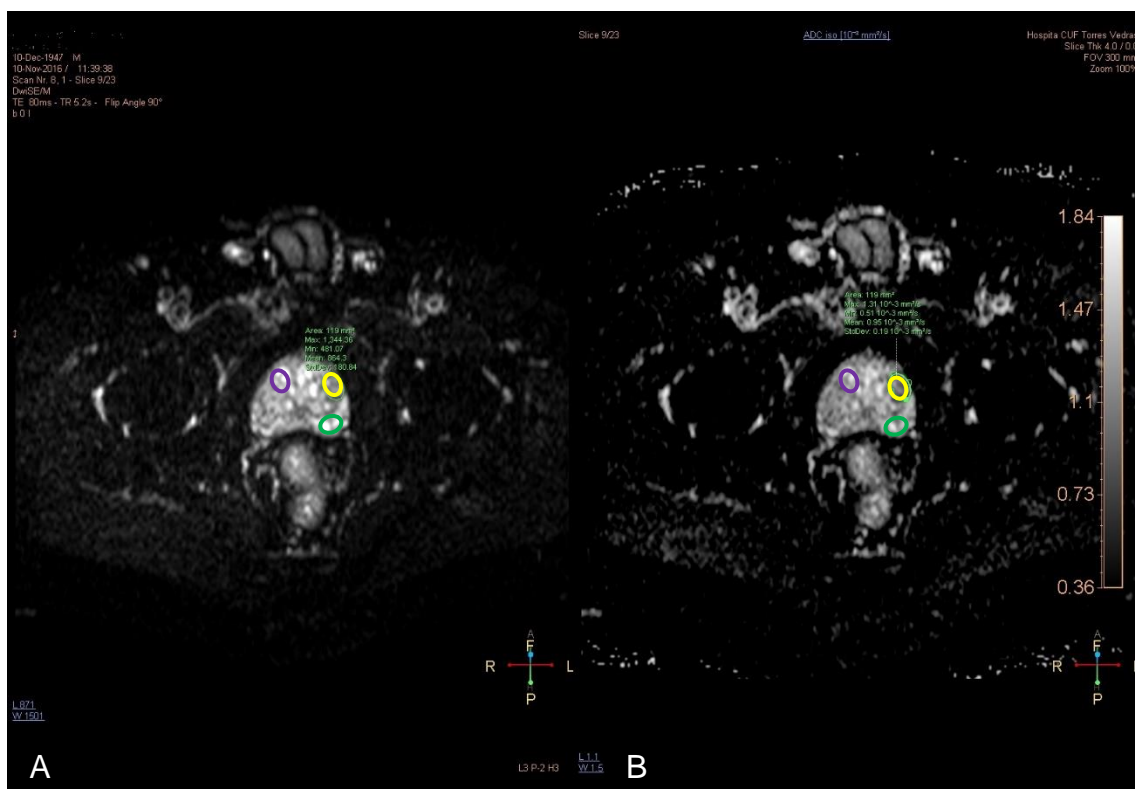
MR Diffusion. A: Sequência DWI. B: Mapa de ADC. ROI na lesão: amarelo; ROI na ZP: verde; ROI na ZT: roxo.
